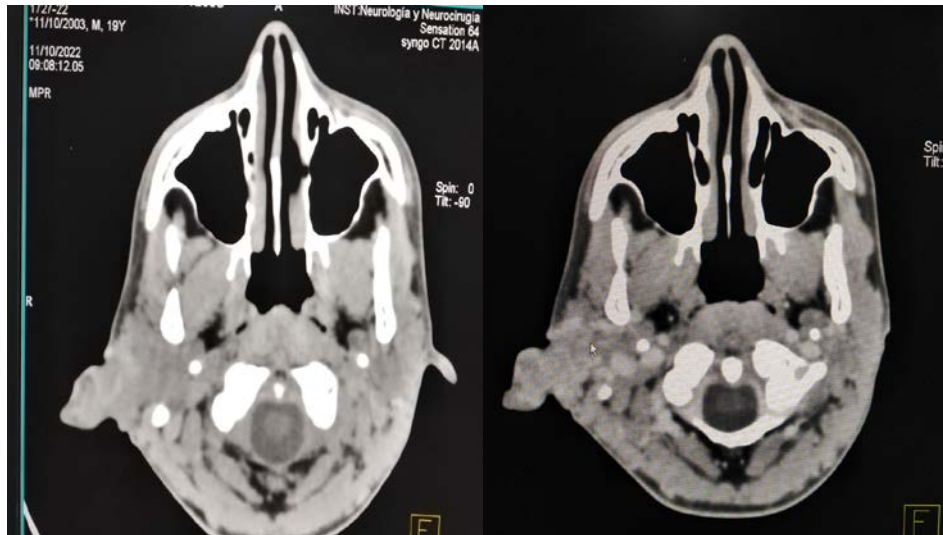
TAC simple y endovenosa.
